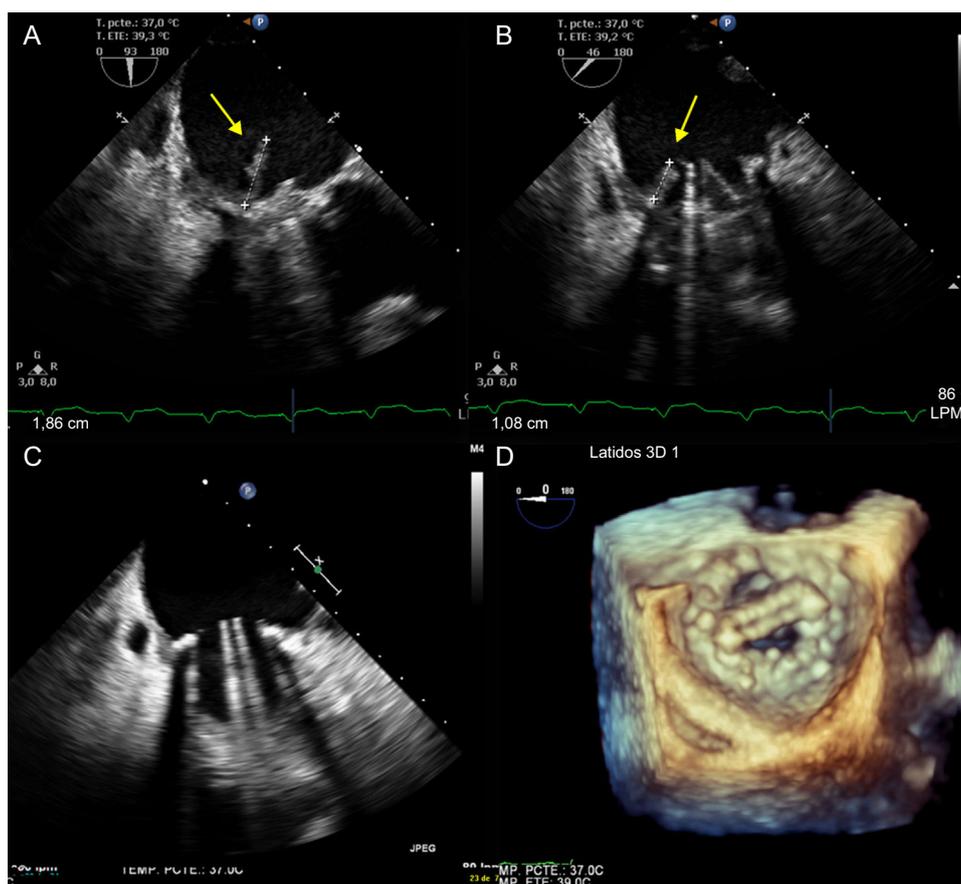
Ecocardiografía transesofágica. A y B: vegetación endocardítica en prótesis mitral. C: ecocardiografía transesofágica a 90° tras la cirugía; la prótesis mitral no muestra signos de endocarditis infecciosa. D: ecocardiografía tridimensional zoom (*en face*).
